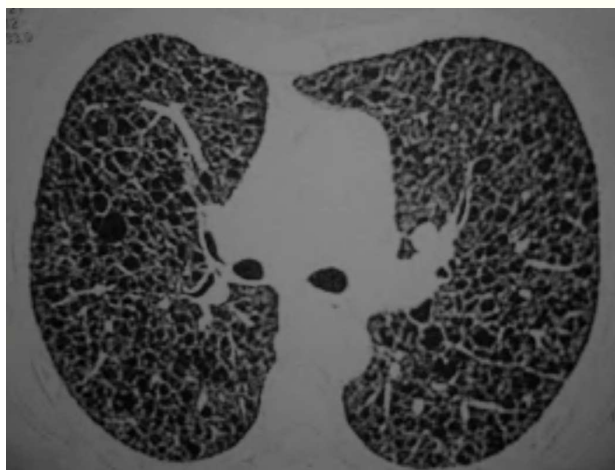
TAC torácica que muestra microquistes de pared fina que afectan a ambos parénquimas pulmonares.
